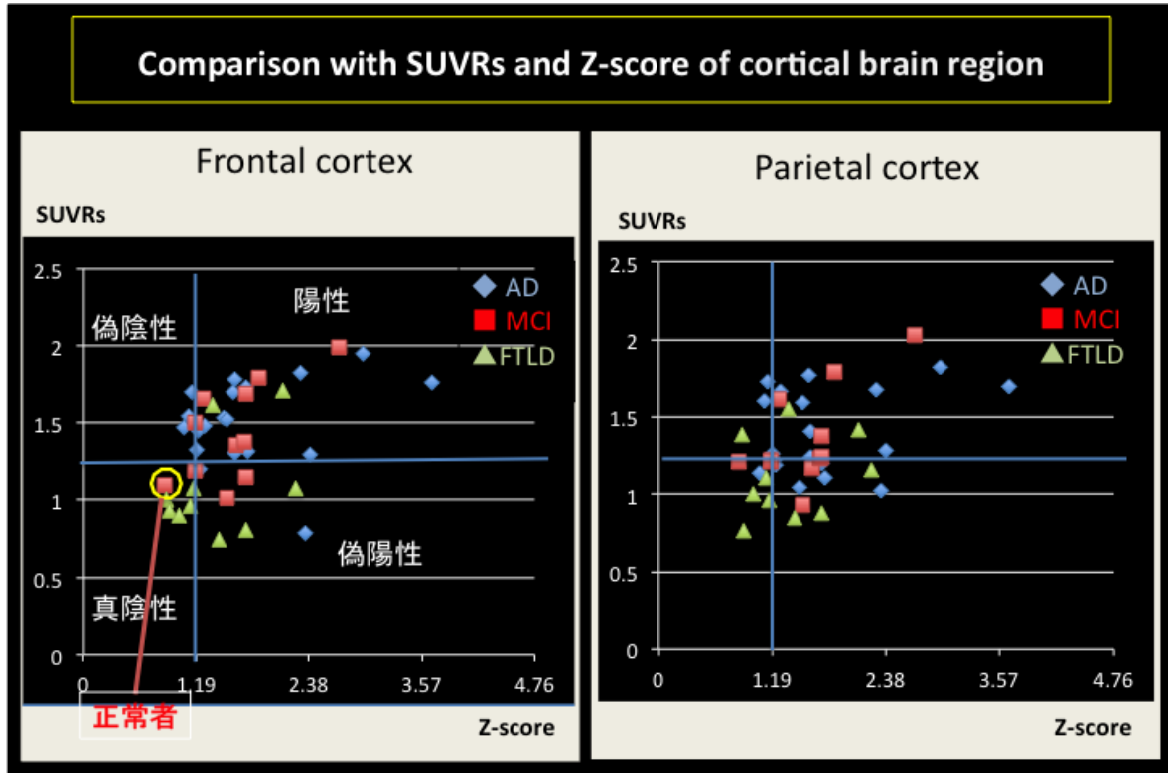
AD、MCI、FTLDにおけるSUVR値とeZIS z-score値の比較
